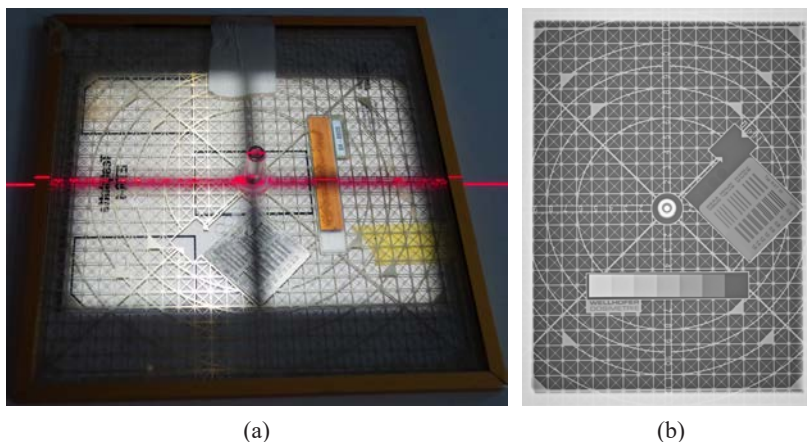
(a) Конфигурация для совмещения и центрирования пучка рентгеновского излучения; (b) рентгеновское изображение тест-объекта, используемого для совмещения и центрирования пучка рентгеновского излучения.
